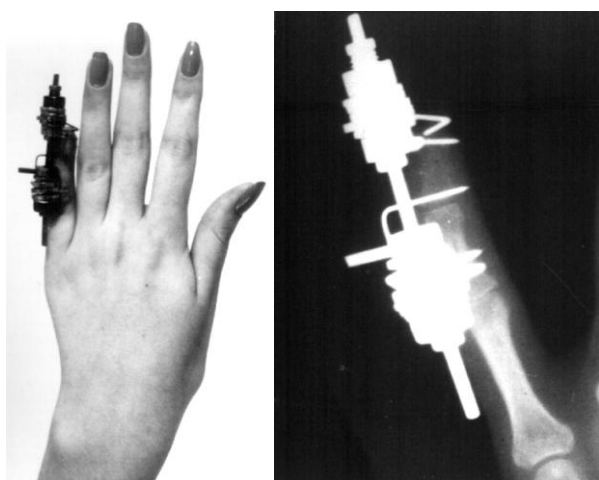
Фото и рентгенограмма кисти больной 3. в процессе лечения
